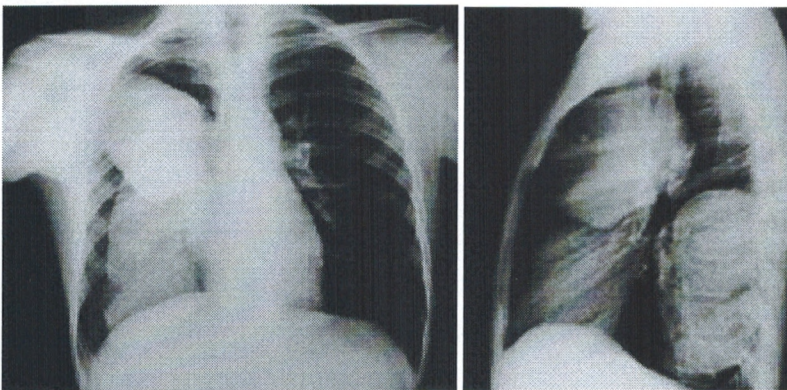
Radiographie du thorax : a de face b de profil : deux opacités de tonalité hydrique intéressant le poumon droit très suggestives de kystes hydatiques simples.
